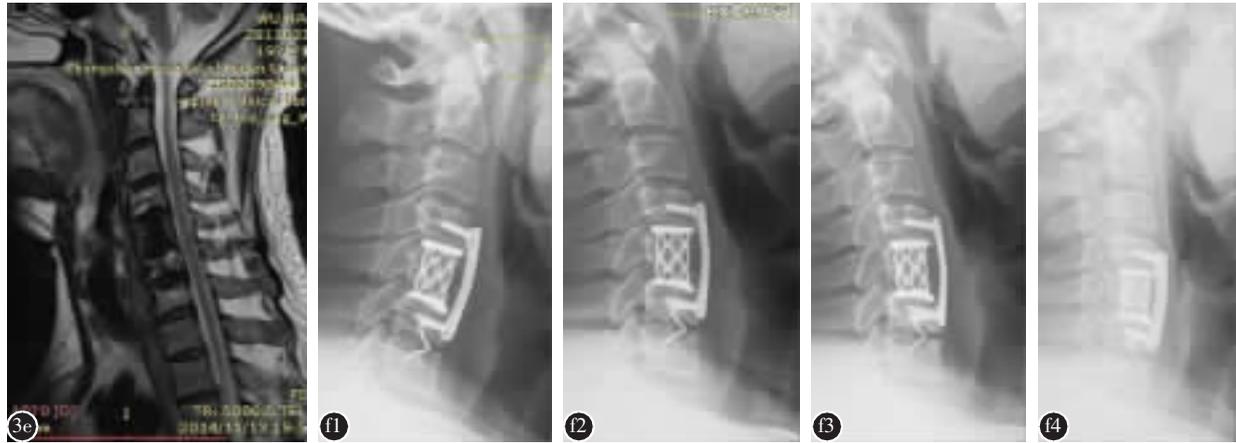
e 术后 2 年 MRI 提示已完全减压,椎管内脑脊液通畅 f 术后不同时间点(f1, 术后 3d;f2, 术后 6 个月;f3, 术后 1 年;f4, 术后 2 年)X 线片示术后颈椎生理弧度明显恢复,并在术后 2 年维持良好,钛网及自锁定融合器无下沉
